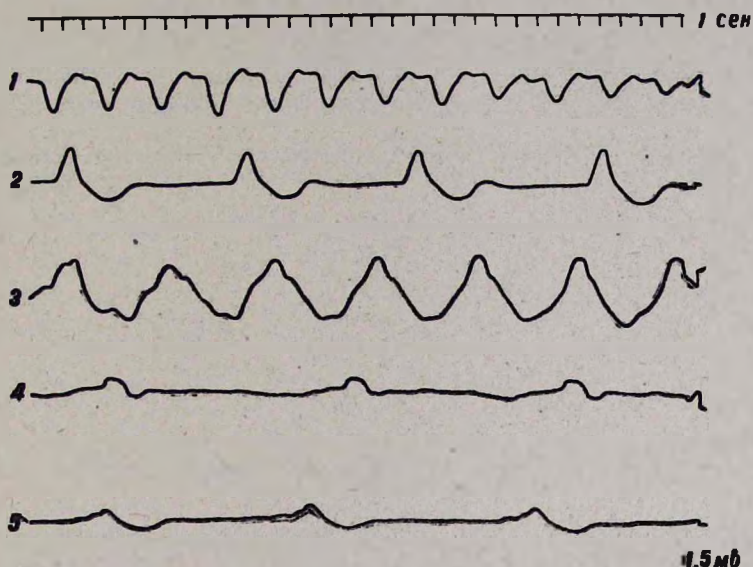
Влияние оуабaina на медленноволновую активность мочеточника. 1—активность, зарегистрированная до включения перфузии; 2—перфузирующий раствор Кребса; 3—добавление оуабaina в раствор Кребса (первые 10 мин); 4—раствор Кребса с оуабainом (через 15 мин); 5—нормальный раствор Кребса. Калибровка: 1,5 мВ, отметка времени 1 с
